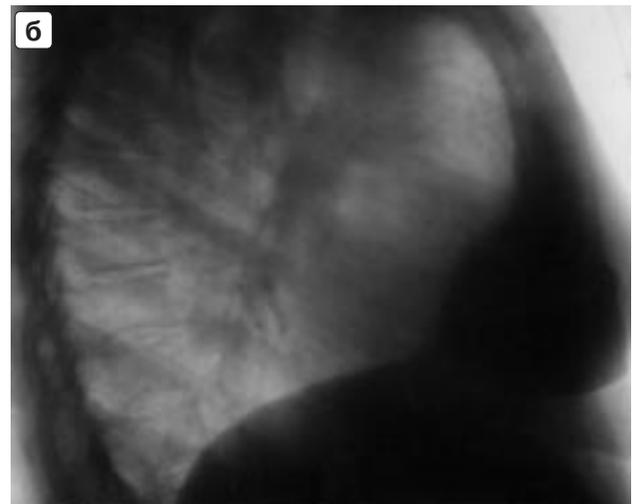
Предбрюшинная (абдоминомедиастинальная) липома. Рентгенограммы в прямой (а) и боковой (б) проекциях. в и г — снимки в тех же проекциях через 2,5 года (оперативное подтверждение).
